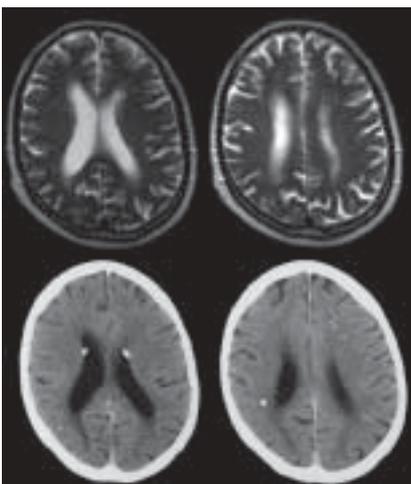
Intraparenchymatöse Verkalkungen bei einer Neurozystizerkose sind im Nativ-CT (unten) im Vergleich zum Routine-MR deutlich besser zu erkennen.
